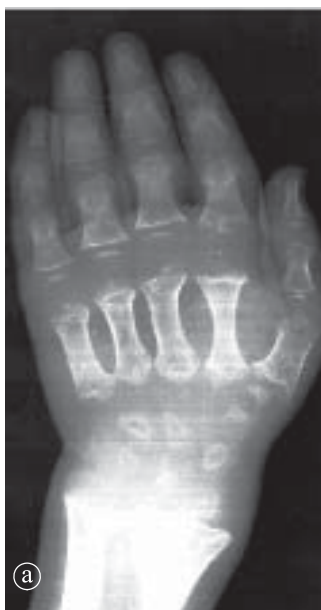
29. Displazie spondiloepifizară. a) Radiografie mână. b) Radiografie genunchi
